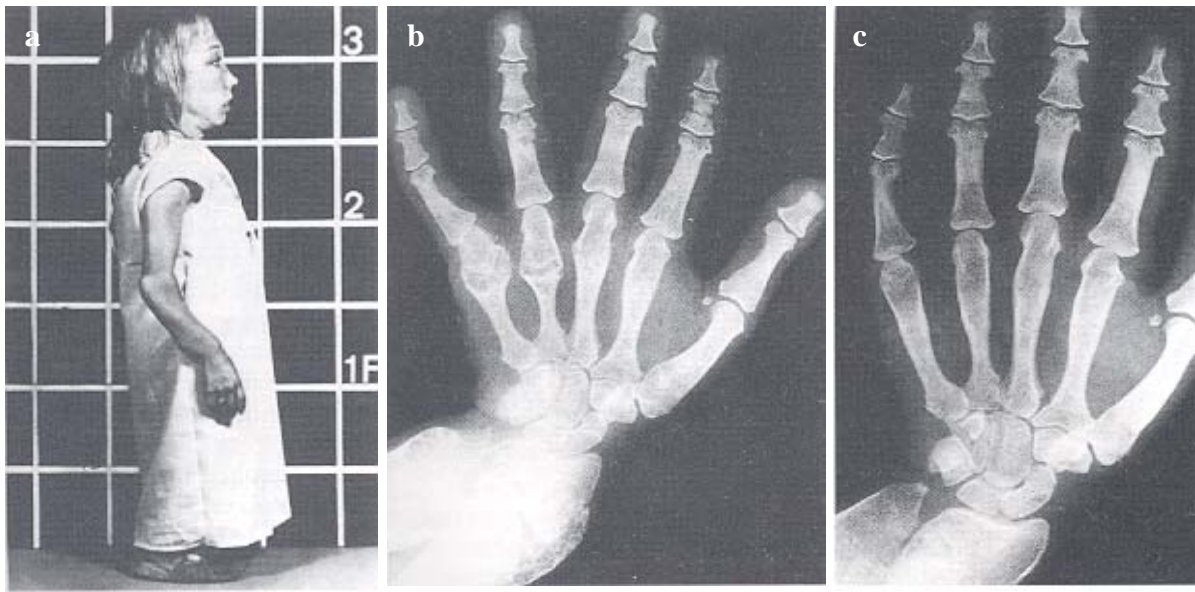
Patientin mit Jansens metaphysärer Chondrodysplasie im Alter von 22 Jahren. b-c: Röntgenaufnahme der linken Hand eines Patienten mit Jansens metaphysärer Chondrodysplasie im Alter von zehn (b), bzw 22 Jahren (c) (mit freundlicher Genehmigung von E. Schipani, Boston).
